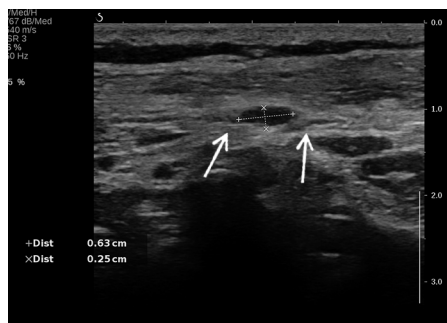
乳腺癌乳房切除术后创伤性神经瘤常规超声图(箭头示病灶)
